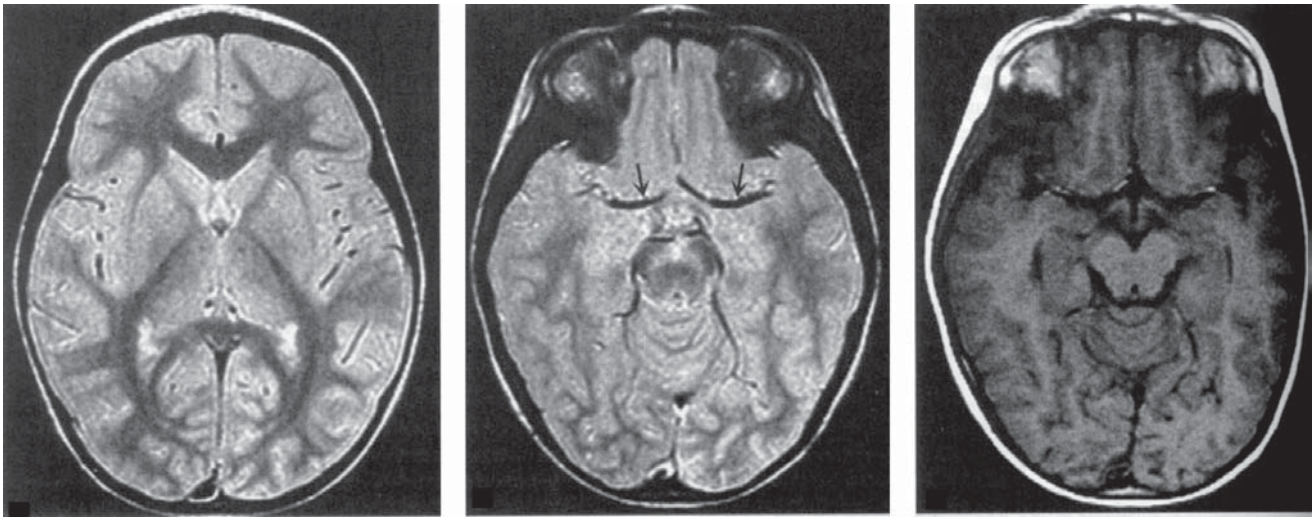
Scanare normală RMN a creierului. A,B. Imagini axiale T₂-ponderate prin ventriculii laterali (A) și în cercul Willis(B). Notați că substanța cenușie are un semnal puțin mai intens decât substanța albă. LCR are un semnal luminos, datorită conținutului în apă liberă. Protonii care se mișcă în structurile arteriale dau un
